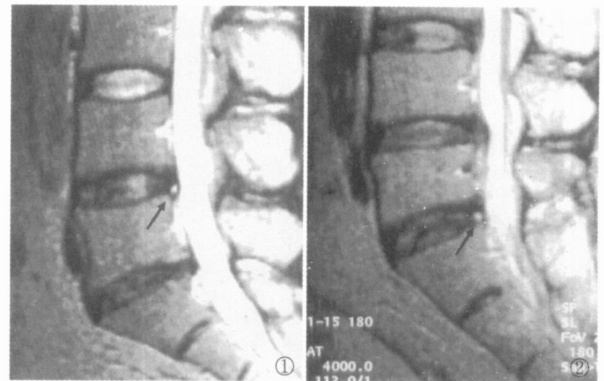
女, 37 岁, MRI 示 L<sub>4,5</sub> 椎间盘后纤维环高信号区 (HIZ)
